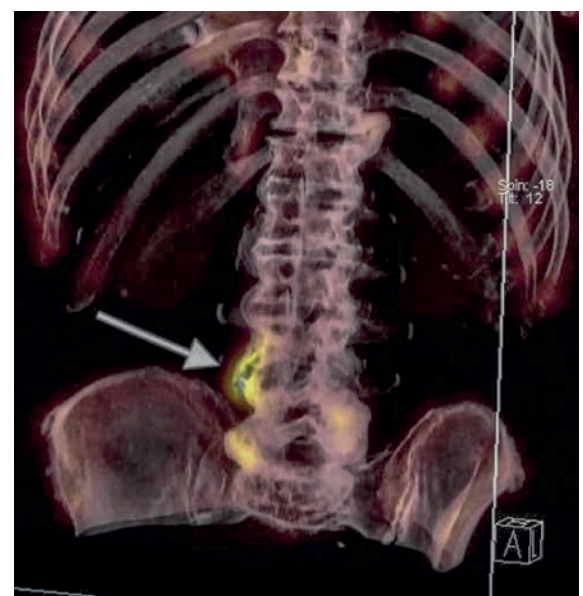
^{99m}Tc-MDP-SPECT/CT der Lendenwirbelsäule bei akuter Schmerzexazerbation. Deutliche Mehrbelegung eines breiten Spondylophyten auf Höhe Lendenwirbelkörper 4/5 rechts (Pfeil).
